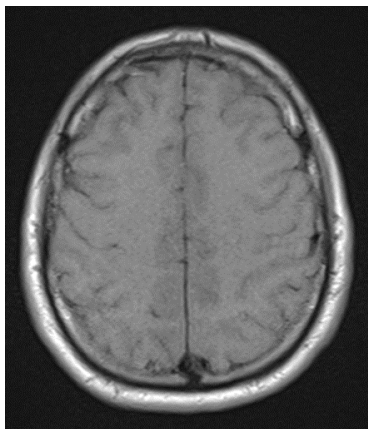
Пациент Д., 34 года. МРТ с контрастом (Toshiba, 1,5 Тл).
